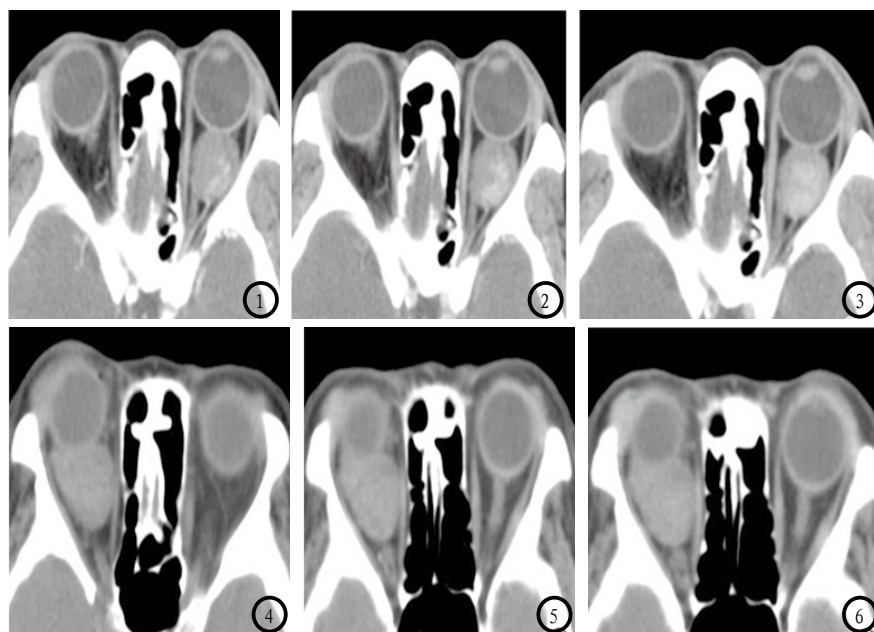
女, 49岁, 眼眶肌锥内间隙海绵状血管瘤, CT动态扫描显示“渐进性强化”征象, 可见眶尖空虚征。图4为平扫, 图5-6为增强扫描, 女, 66岁, 眼眶肌锥内间隙不典型海绵状血管瘤, CT平扫为均匀性软组织结节灶, CT动态扫描显示不均匀轻度强化, 术前曾误断为眼眶淋巴瘤。
